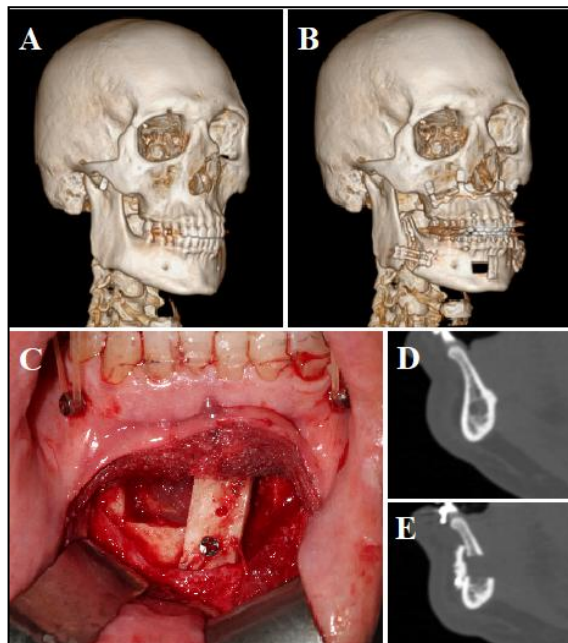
Caso 20. Avance maxilo-mandibular con rotación antihoraria asociado a avance geniogloso. Mallas cráneo faciales segmentadas a partir de tomografía computarizada preoperatorio (A) y postoperatorio (B); fotografía intraoperatoria con ventana ósea avanzada, rotada y fijada (C); detalles en corte mediosagital preoperatorio (D) y postoperatorio (E).
